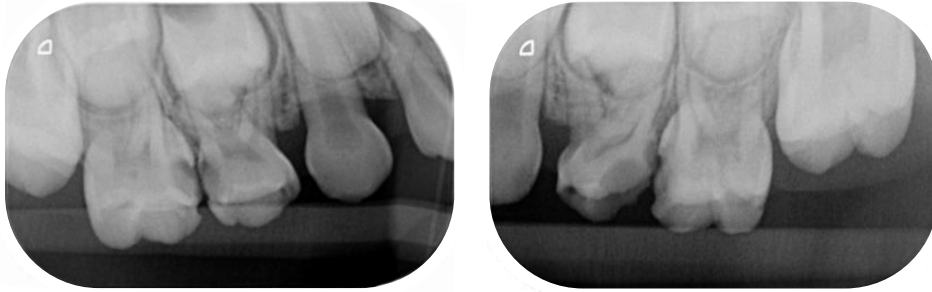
Radiographie retro coronaire secteurs ¼ chez un enfant
